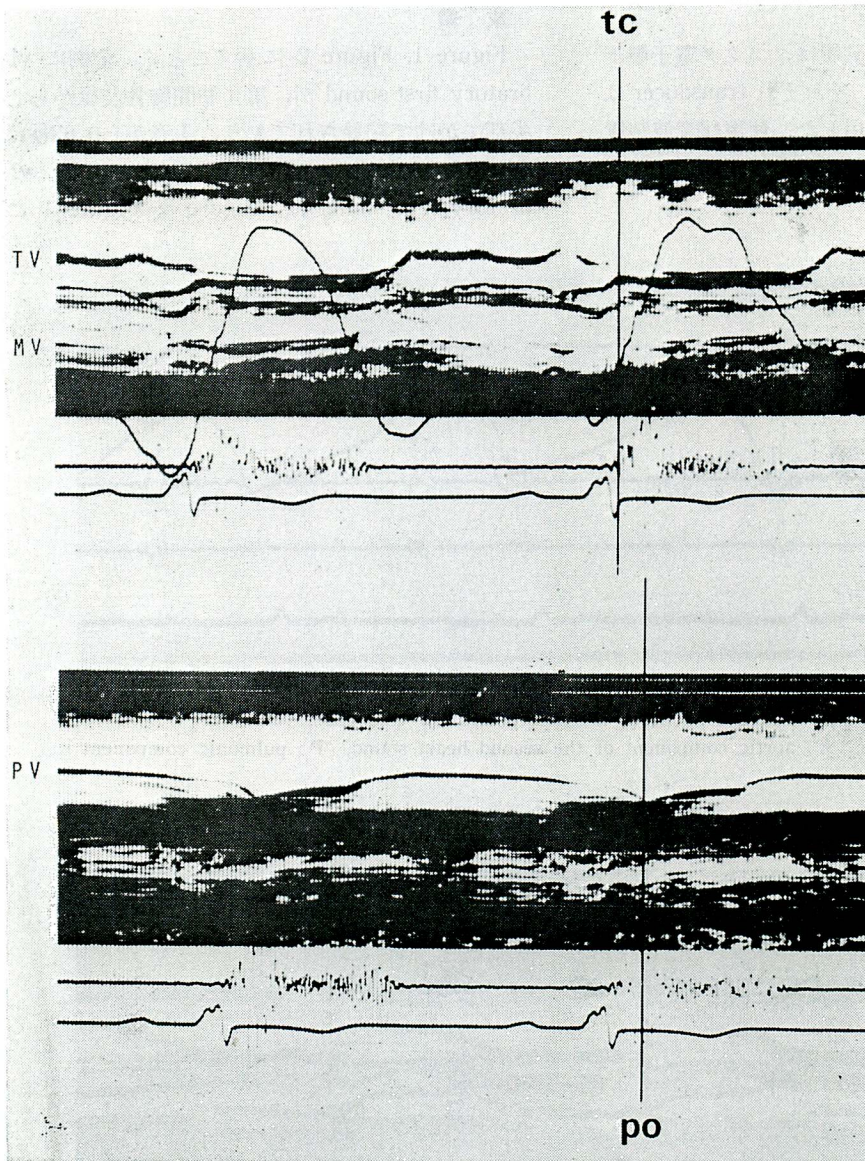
Simultaneous recording of phonocardiogram, apex cardiogram and echocardiogram (case 1)
